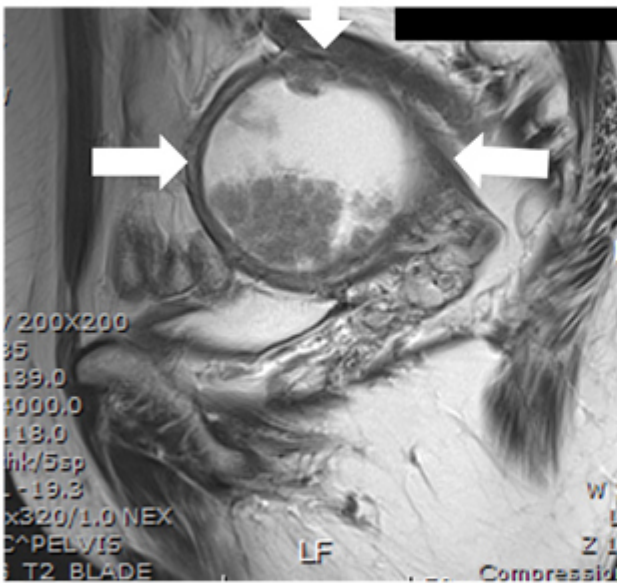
a, MRI T2-Endometrial cancer, high signal(heterogenous)
